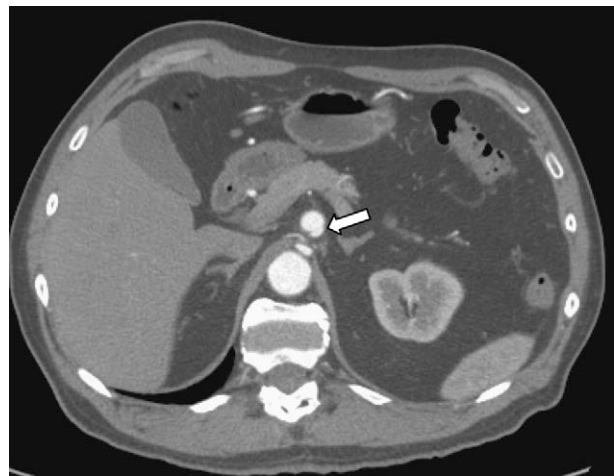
Paciente 3: TC abdominal con contraste IV que demuestra disección aislada del tronco celíaco (flecha) que mide 22 mm de longitud con dilatación aneurismática de 15 mm de diámetro. La arteria está permeable sin pruebas de trombo.
